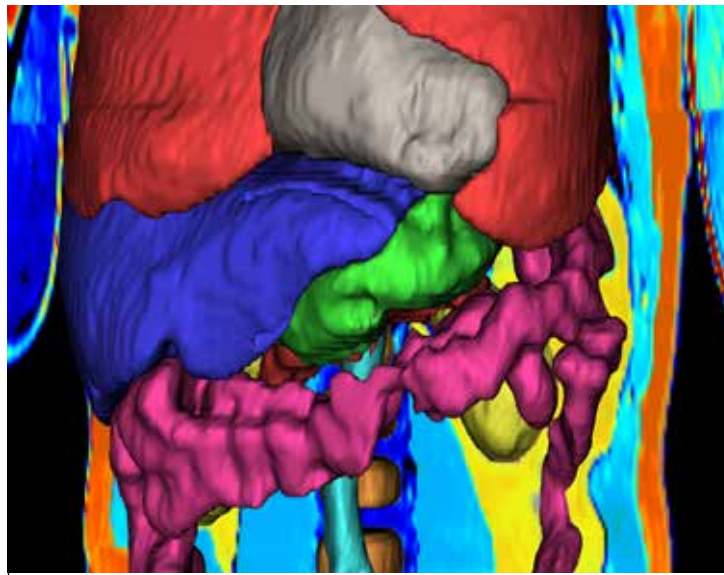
Mittels künstlicher Intelligenz wurde diese Organdarstellung auf der Grundlage von Ganzkörper-MRT-Daten erstellt.
